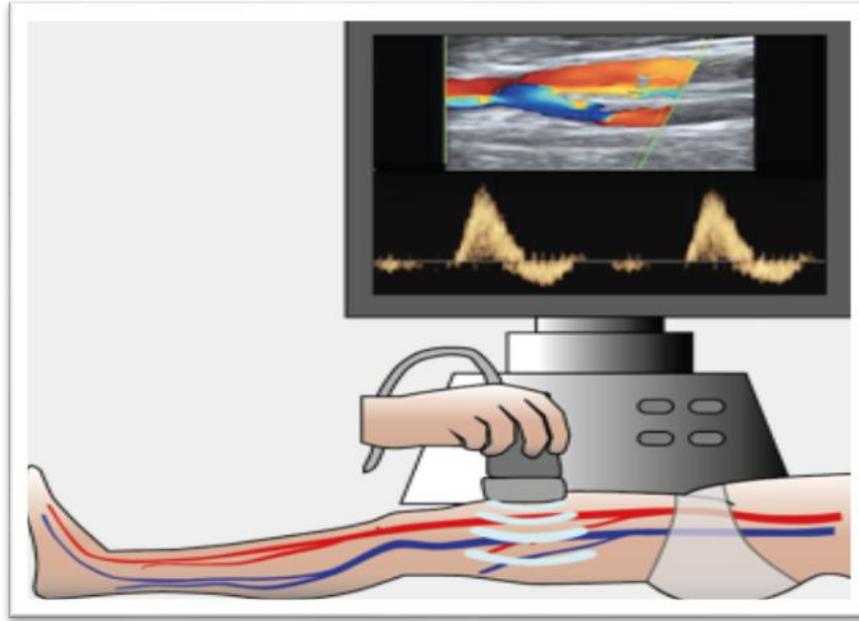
Échographie doppler des artères (YOUNESS *et al.*, 2017)
